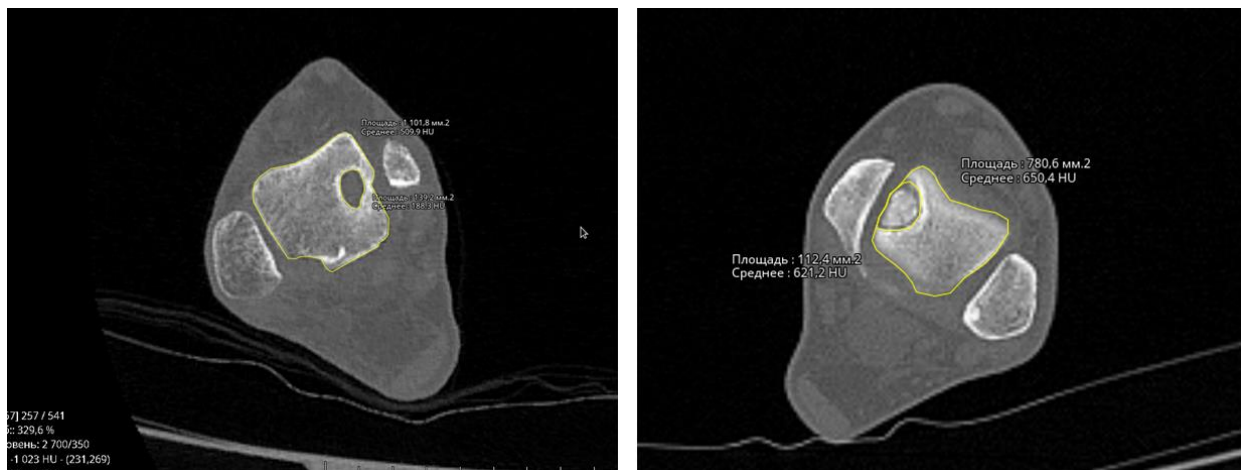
Определение наибольшей площади ЛОПБТК и площади среза блока таранной кости на том же уровне в аксиальной плоскости (КТ).
